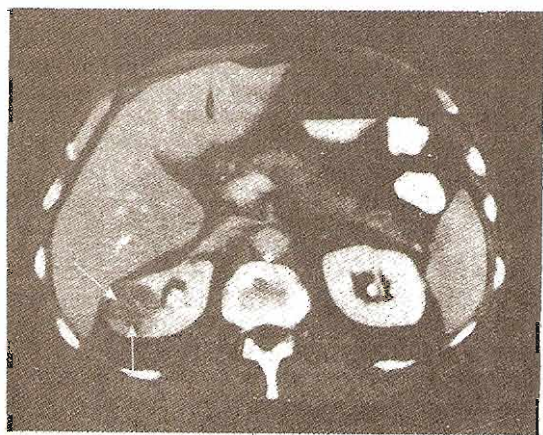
TC (contraste amplificado) de un carcinoma de células renales (flechas).
